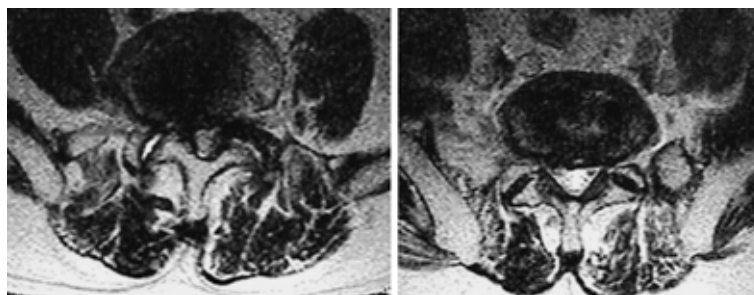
MRI横断面像(左:狭窄椎間,右:正常椎間)
